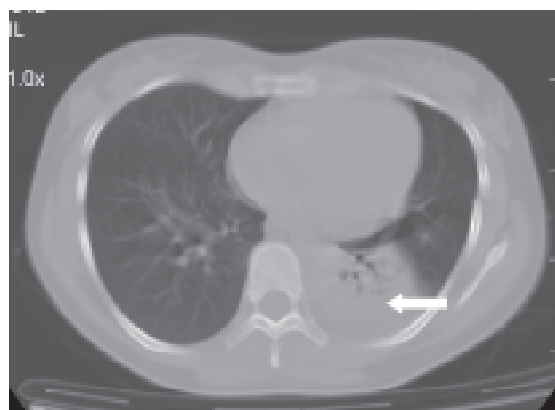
Segunda TAC: atelectasia parcial. Se deriva a nuestro hospital
